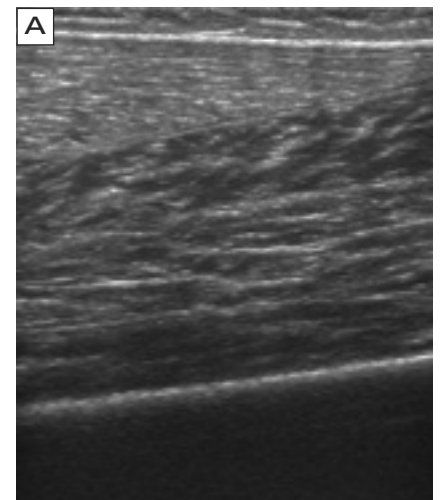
A: normale Muskelstruktur in der Sonografie; B: Ruptur der Muskelfasern mit gleichzeitiger Ruptur der Bizepssehne.
